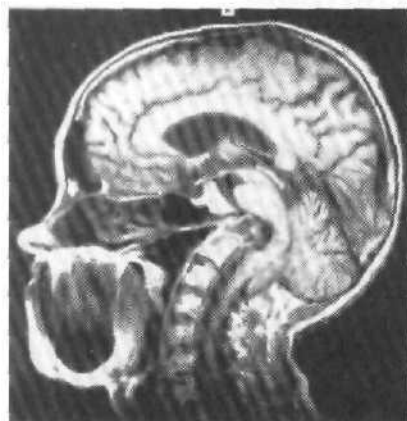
МРТ ребенка 2,5 лет с мальформацией Киари II и базилярной импрессией. Мост и продолговатый мозг удлинены, деформированы, нижний полюс миндалин мозжечка на уровне C_{III} , IV желудочек вытянут, сужен, мозжечковый намет низко расположен.
